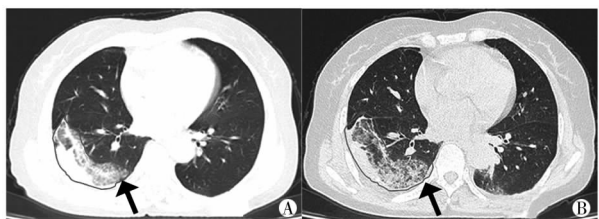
患者,女,56岁,咳嗽、咯痰及发热2 d,经规范治疗4 d后病灶范围增大,胸水增多(箭头所示区域),A为2020年2月4日行胸部 CT 检查时的影像表现,B为2月8日复查胸部 CT 时的影像表现
